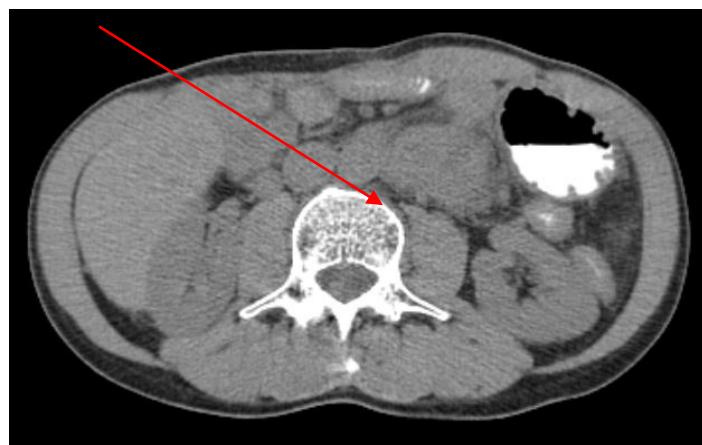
КТ, опухолевый конгломерат в забрюшинном пространстве слева.
